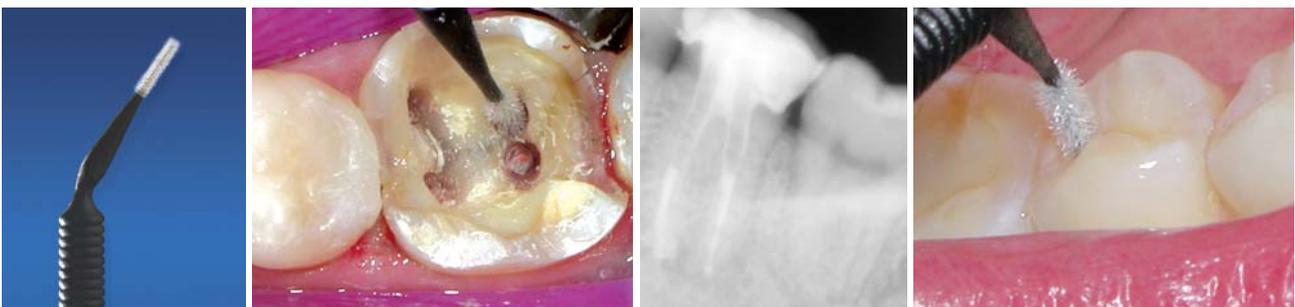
Der Microbrush X Applikator. – Abb. 2: Gleichmäßige Applikation eines Adhäsivs bei einer Stiftpräparation. – Abb. 3: Die Röntgenaufnahme zeigt einen sehr engen Verbund zwischen Stift und Dentinwand. – Abb. 4: Mit dem Microbrush X werden auch extrem enge Bereiche in besonders konservativen Präparationen erreicht.
